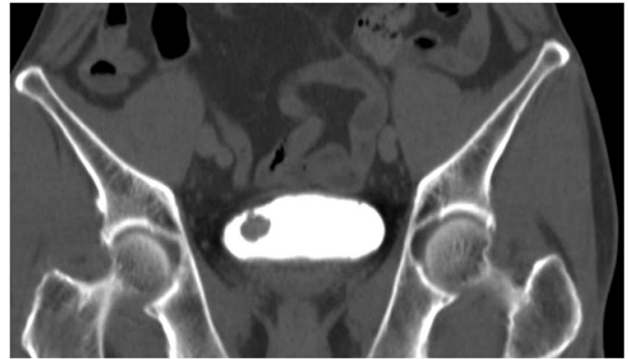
Multi-detector computed tomography urography findings in a 65-year-old man with asymptomatic isolated hematuria. Note the 2-cm polypoid mass in the bladder lateral wall.
